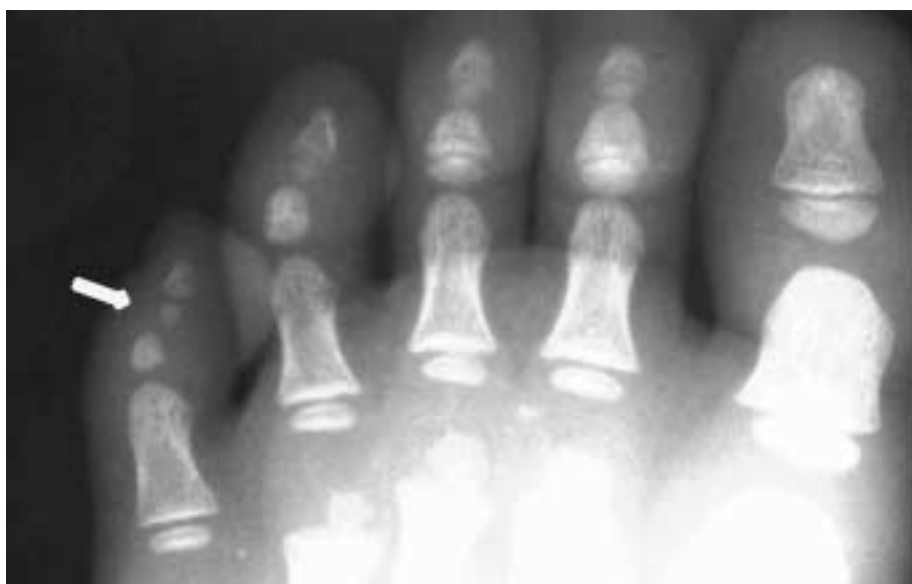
Anterior-posterior view of plain radiograph showing 4 ossicles on 5th toe in a 4 year-old-boy. Arrow indicates the secondary ossification center of distal phalanx of 5th toe. Epiphyseal ossification centers are seen in each proximal phalanges, which are not fused with shaft bone.
